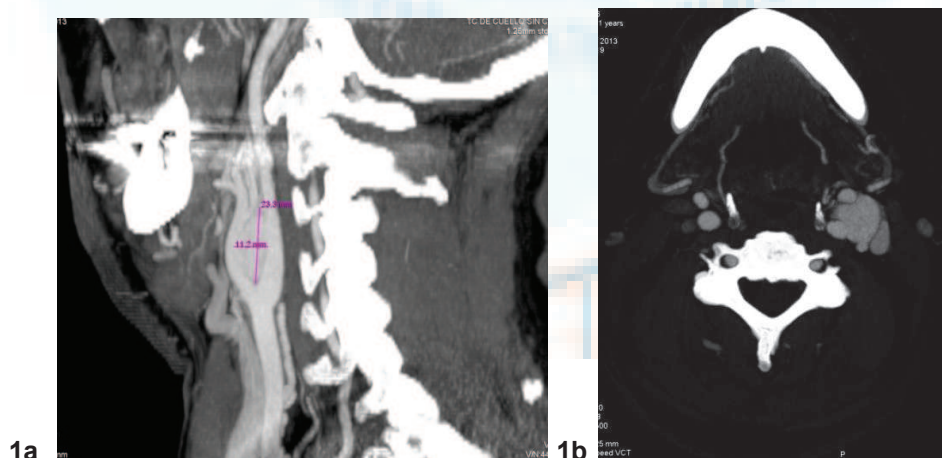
1a: Corte sagital en la TC de paraganglioma carotídeo izquierdo de 2 x 2 x 1,6. 1b: Corte axial del mismo paraganglioma carotídeo izquierdo.
